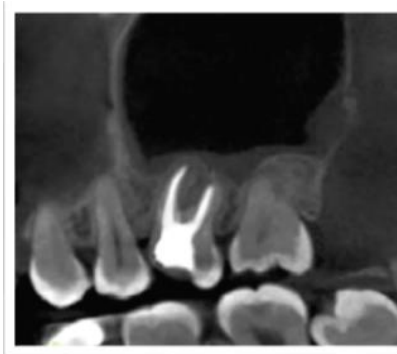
CBCT 5x5 control de 3 meses donde se observa adelgazamiento de mucosa antral, así como reparación ósea.
